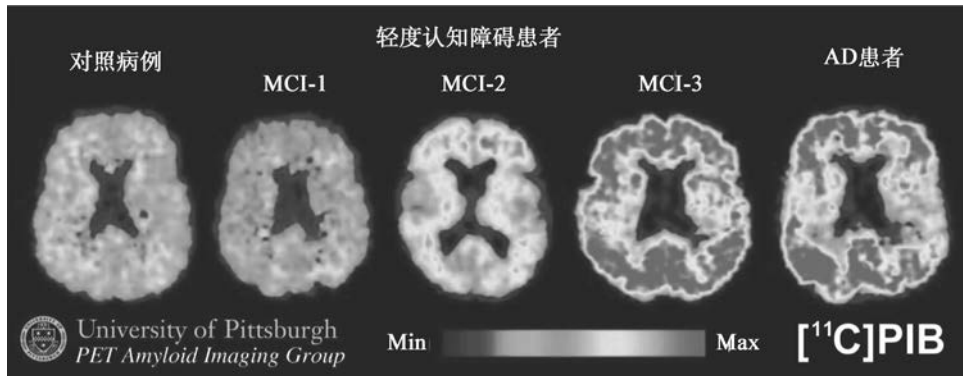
利用淀粉样蛋白成像剂匹兹堡复合物-b 获得 PET 图像([<sup>11</sup>C] PIB)
